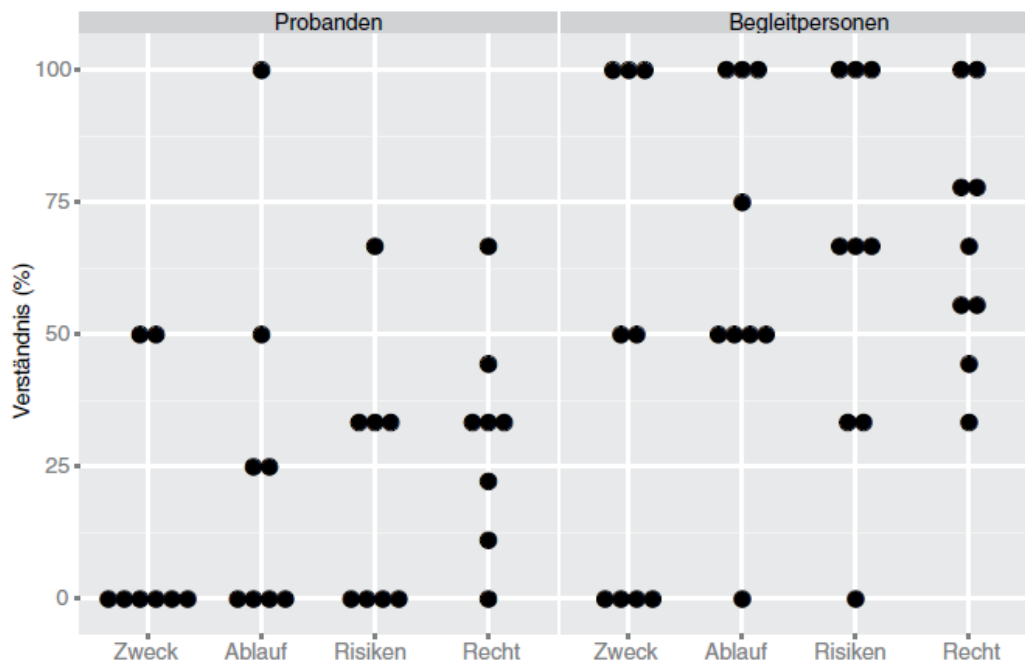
Häufigkeitsverteilung bei Probanden und Begleitpersonen für das Verständnis der einzelnen Aufklärungsaspekte. Erläuterung zu den Aufklärungsaspekten: *Zweck* - Zweck der Studie, *Ablauf* - Art und Weise der Durchführung, *Risiken* - Risiken der PET-Untersuchung, *Recht* - rechtliche Aspekte (Freiwilligkeit der Teilnahme, Datenschutz, Versicherung, Nachfragemöglichkeiten bei der Untersuchung)
